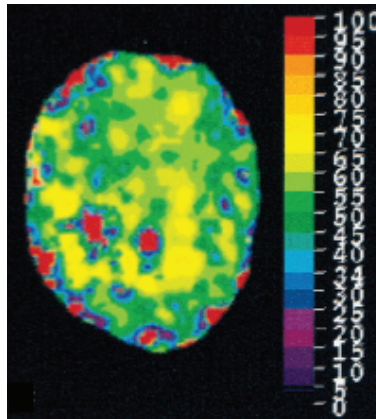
1^{ère} carte de SvO₂ obtenue en IRM (Extrait d'An et Lin 2000).
